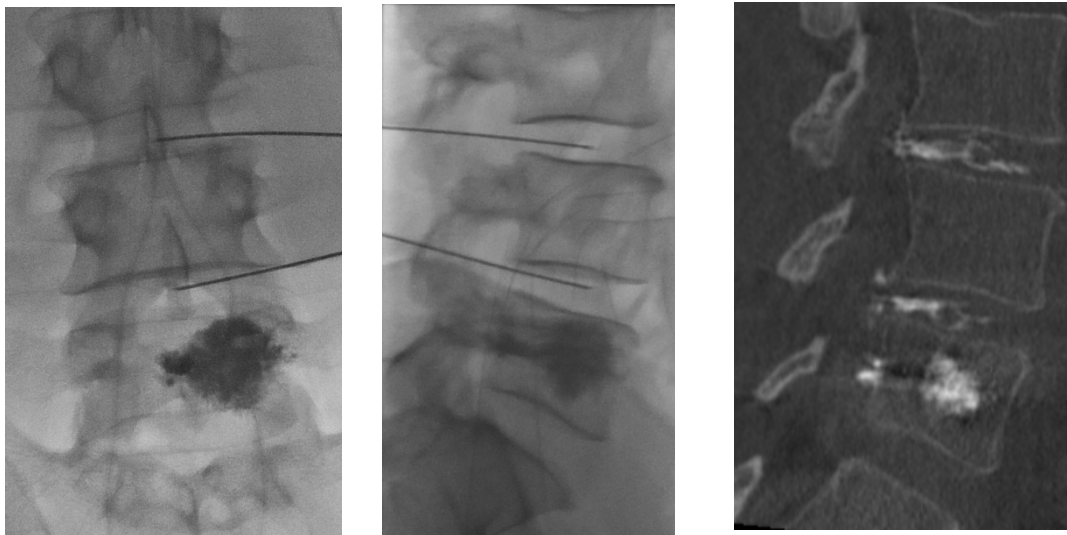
Discografia provocatoare (imaginile din stânga și centru) și CT discografia (imaginea din dreapta)
